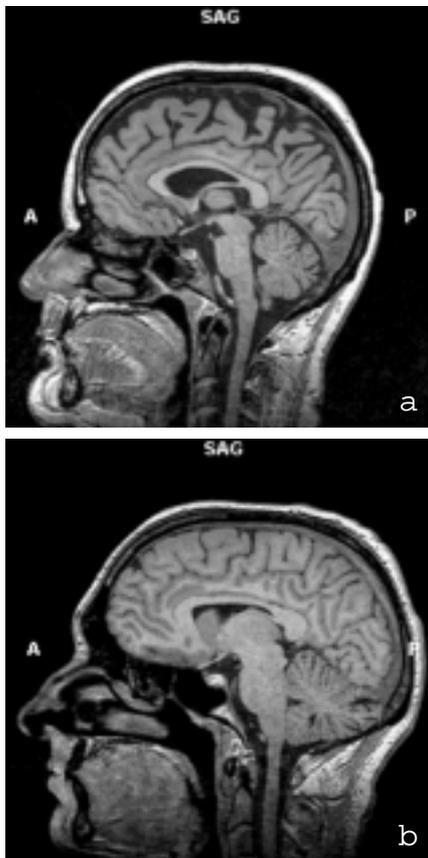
Hirnatrophie mit Verbreiterung der Sulci und Ventrikelverbreiterung bei einer Person mit chronischem Alkoholmissbrauch (a) im Vergleich zur Darstellung einer gleichaltrigen Kontrollperson (b) (MRT, sagittale Darstellung).
